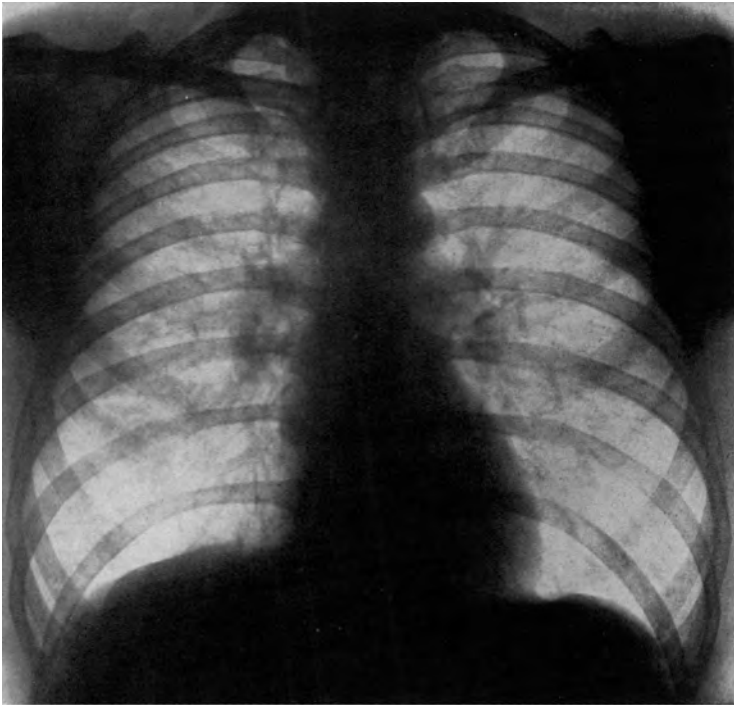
Röntgenaufnahme des Sch. W. 1955
